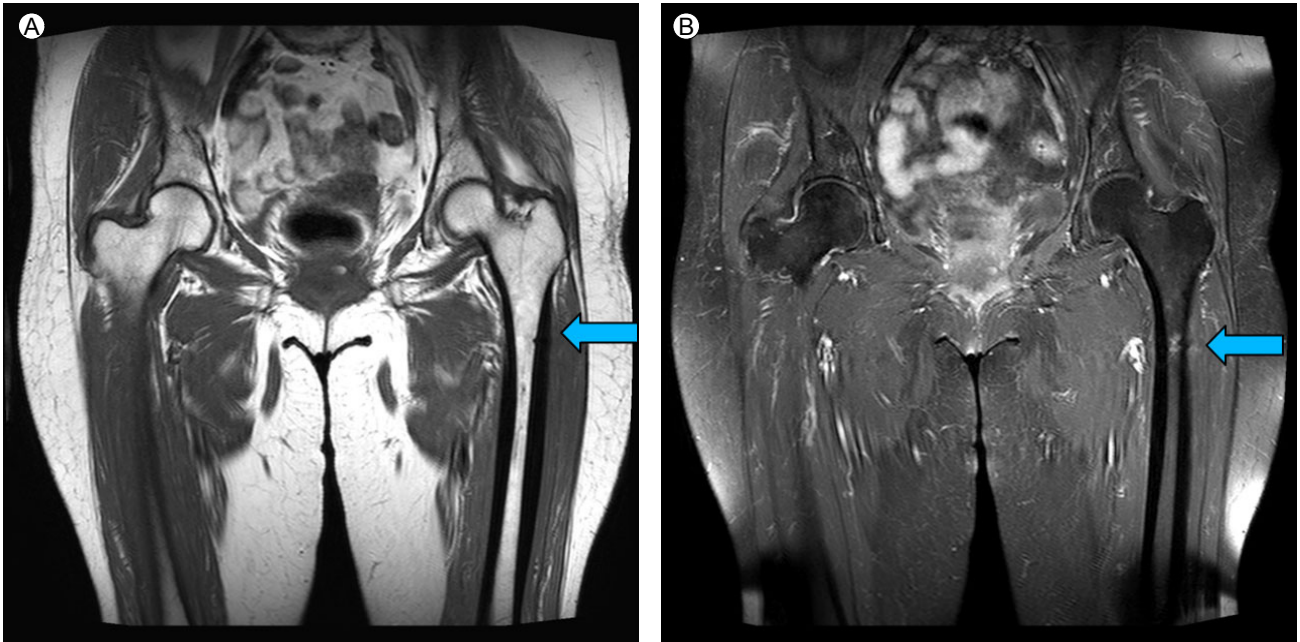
Magnetic resonance imaging findings. (A) T1-weighted image shows an insufficiency fracture in the lateral shaft of the left proximal femur. (B) A fat-saturated, contrast-enhanced T1-weighted image shows an insufficiency fracture with adjacent bone marrow edema.
